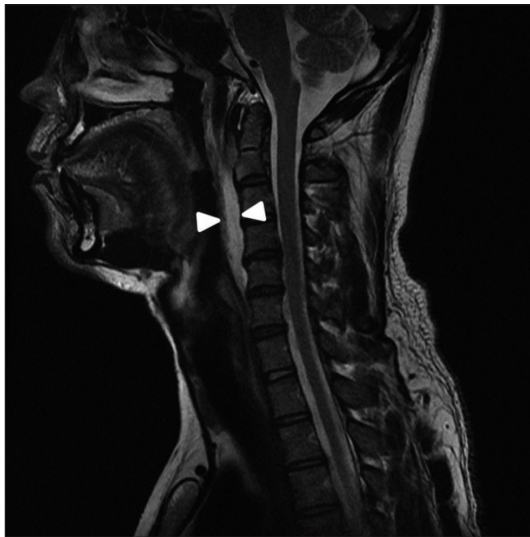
Sagittal T2 MR image demonstrates a retropharyngeal effusion extending from C1 to C5 (arrowhead).
